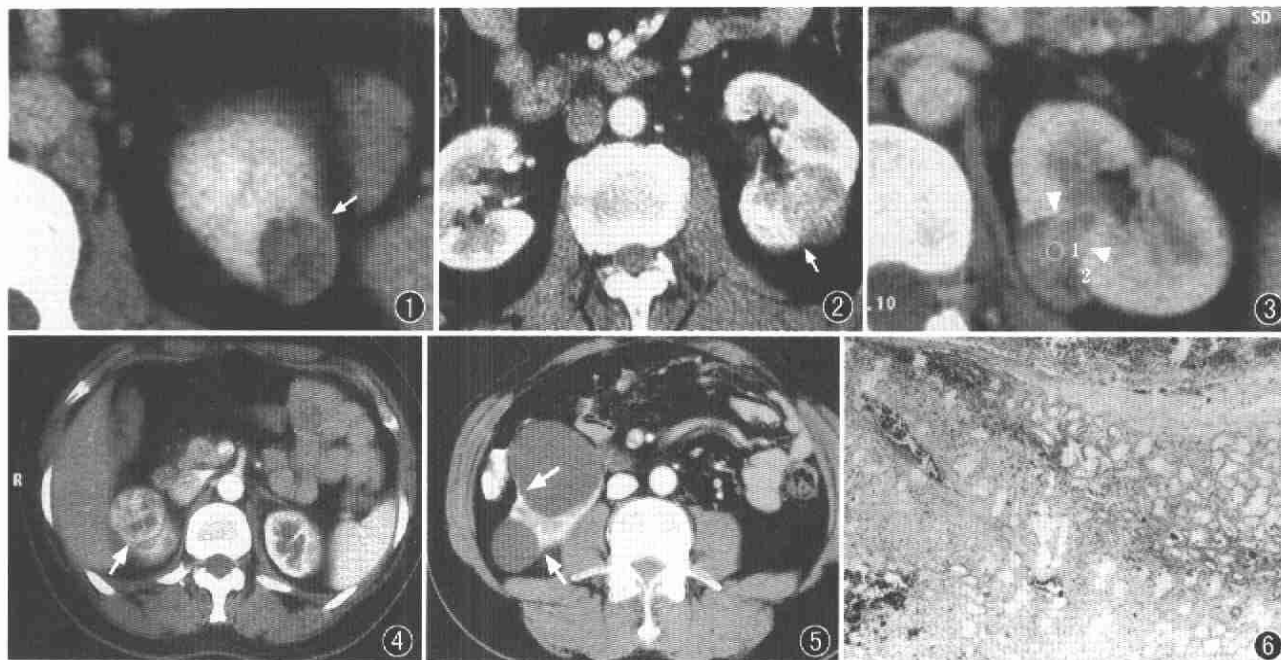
杯口征阳性,左肾上极小 AML,CT 增强扫描。与肿瘤交界处的肾实质呈杯口状隆起(箭) 图2 杯口征阴性,左肾中部背侧小肾癌,CT 增强扫描,肾皮质期。与肿瘤交界处的肾实质无隆起(箭) 图3 劈裂征阳性,左肾中上部内侧小 AML, CT 增强扫描。肿瘤与肾实质交界平直,呈劈裂状(箭头) 图4 劈裂征阴性 右肾上极小肾癌,CT 增强扫描肾皮质期。肿瘤与肾实质交界为圆弧形,无“劈裂状”表现(箭) 图5 肾囊肿。右肾上极双囊肿,增强 CT 肾皮质期,无强化。与囊肿交界处的肾实质隆起,呈杯口状(箭) 图6 肾 AML。低倍镜下可见肿瘤(左下 1/2)旁的肾实质(右上 1/2 中部,染色较深的区域)呈杯口样上翘。上方无细胞的带状结构为肾被膜(HE × 10)
